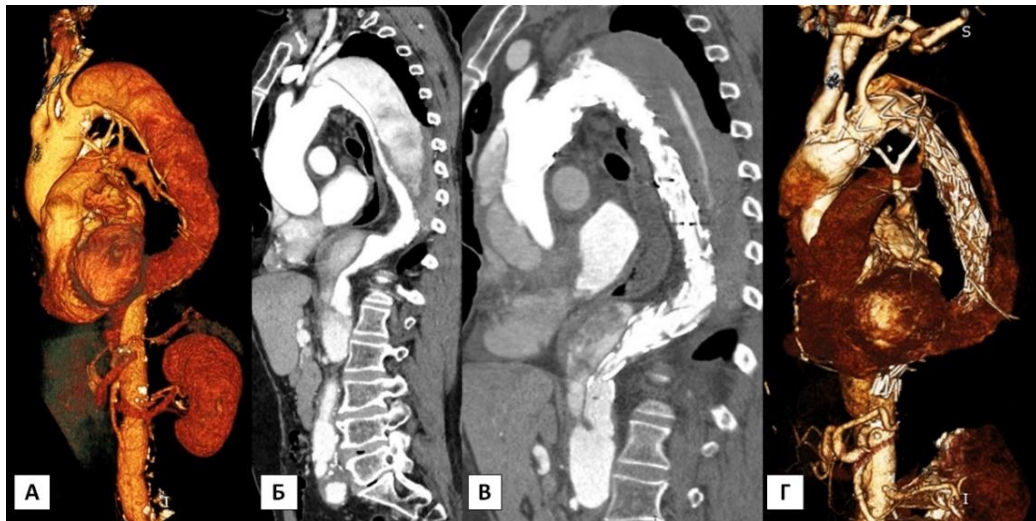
Ретроградное расслоение аорты после выполненного субтотального дебринга дуги аорты и имплантацией двух модулей стент-графта в дугу и нисходящую грудную аорту: А, Б – МСКТ – ангиография аорты до гибридной операции; В, Г – МСКТ – ангиография аорты после гибридной операции
